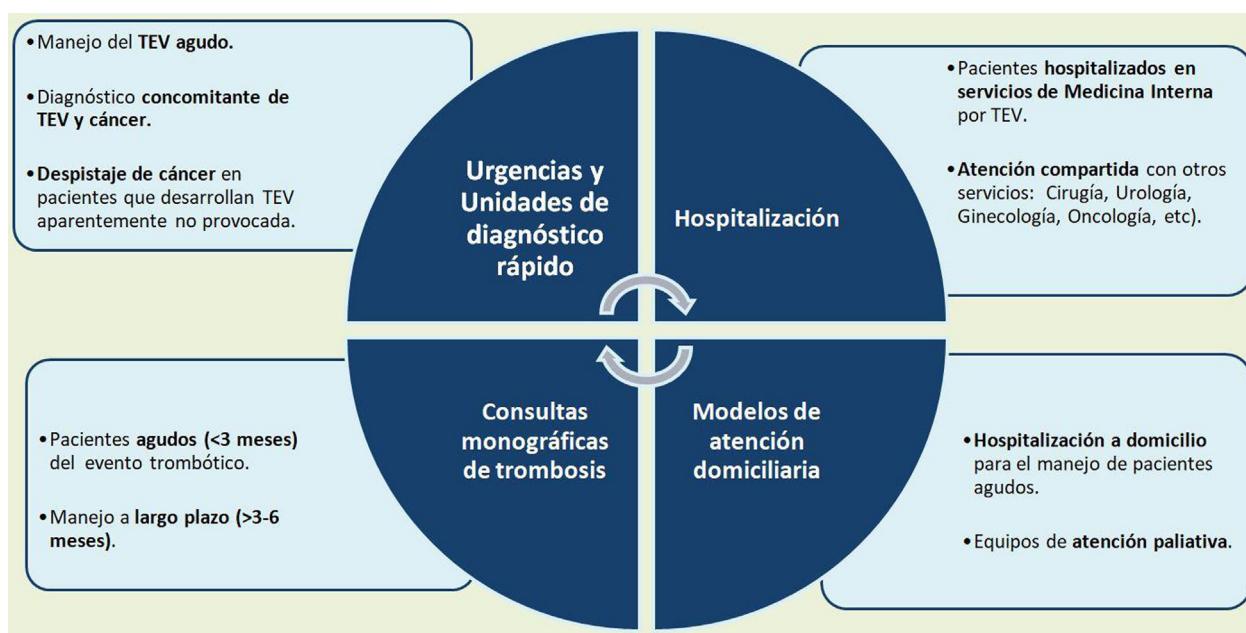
Ámbitos sanitarios en los que el internista participa en la atención de los pacientes con TAC.
